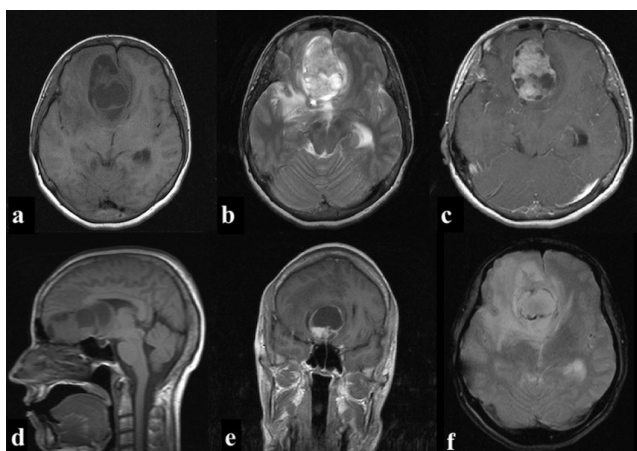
Brain MRI: Axial (a) and sagittal (d) T1 weighted slices presenting a frontal fossa neoplasm of heterogenous intensity, including solid areas and a significant number of cystic degenerative formations. A subfalcine herniation, associated with the volume effect can also be detected. Axial (b) T2 weighted slice confirming the aforementioned and highlighting the presence of significant perilesional edema. Axial (c) and coronal (e) T1 weighted, post-gadolinium images showing heterogeneous enhancement. A slight circumferential blooming is also registered in axial (f) T2 weighted gradient echo.
